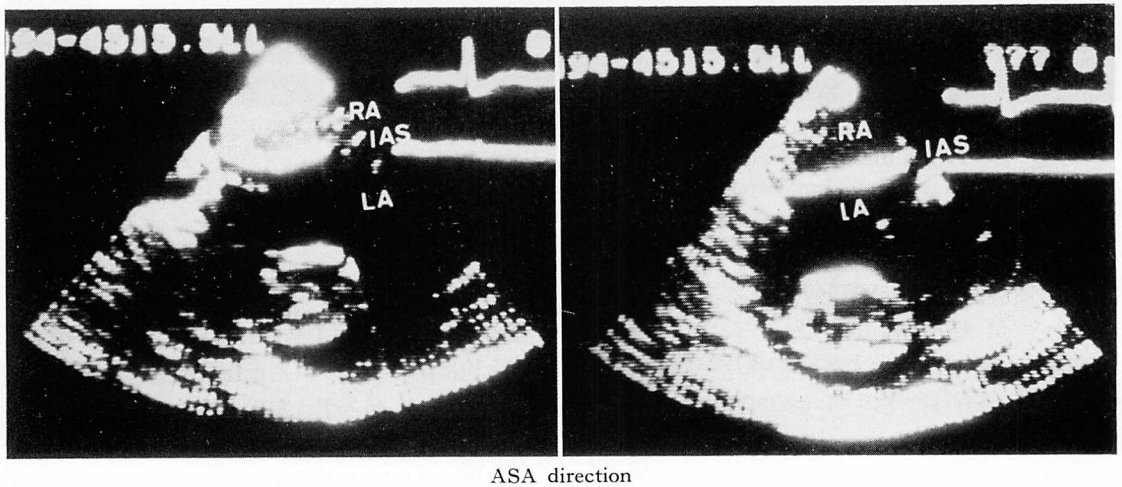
Two-dimensional echocardiograms in Case 3.
